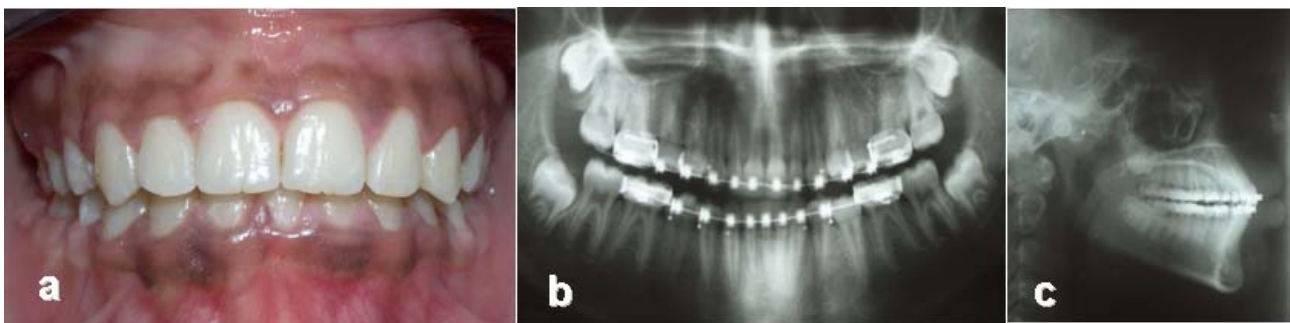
Cas d'agénésie incisive mandibulaire en fin de traitement (a : Photo intra-orale de face ; b : Radiographie panoramique de fin de traitement ; c : Téléradiographie de profil de fin de traitement)
